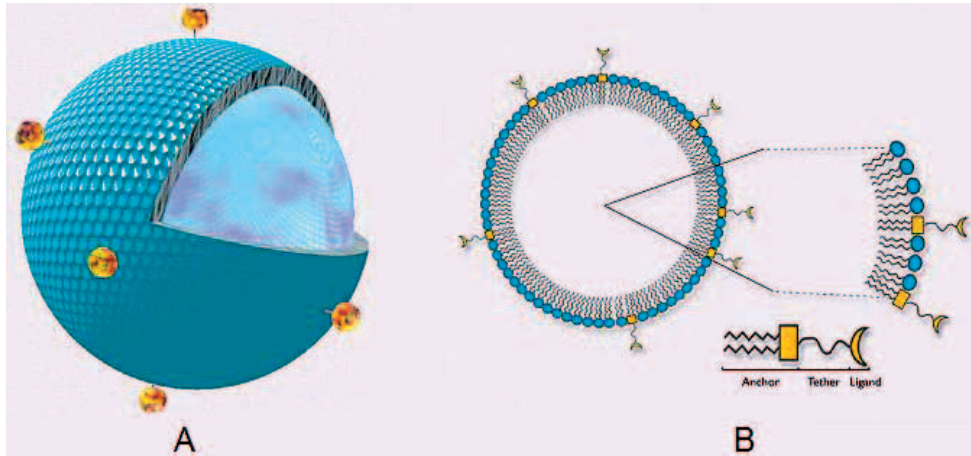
A: representação de uma microbolha gasosa com bioconjugados incorporados à sua membrana na lipídica, utilizadas em ultrassonografia. B: detalhe da ligação do bioconjugado à membrana da microbolha.²⁹
